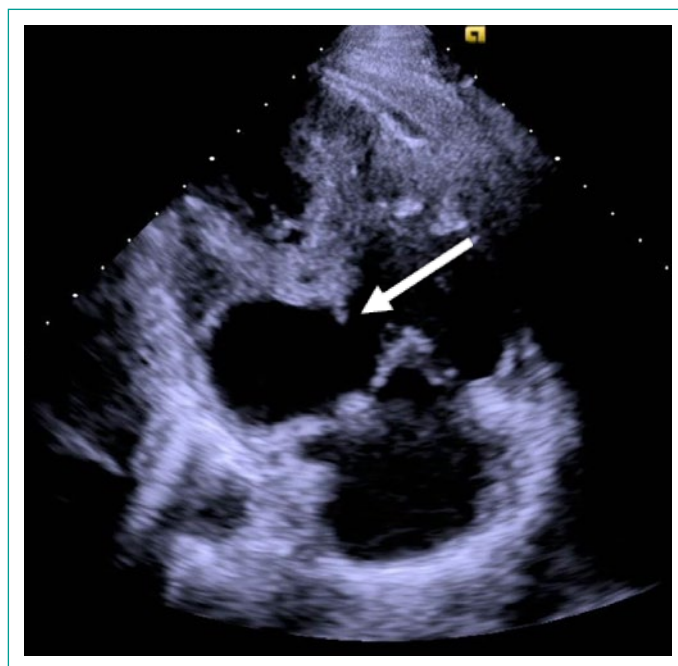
Ecocardiograma transtorácico con vista en dos cámaras donde se evidencia área delgada de miocardio en ventrículo izquierdo sugeriendo de aneurisma de 29 mm de longitud (flecha).
